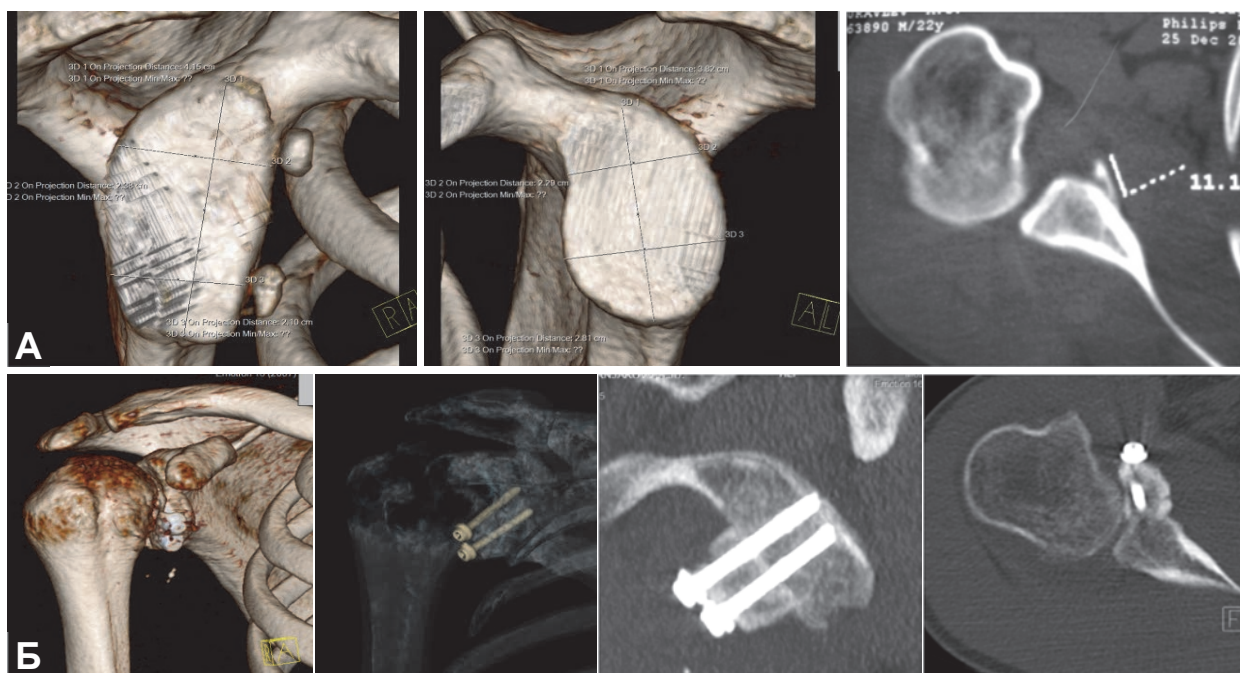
Мульти спиральная компьютерная томография с 3D-реконструкцией суставной поверхности лопатки на примере пациента К. основной группы: А – до операции; Б – после операции.
